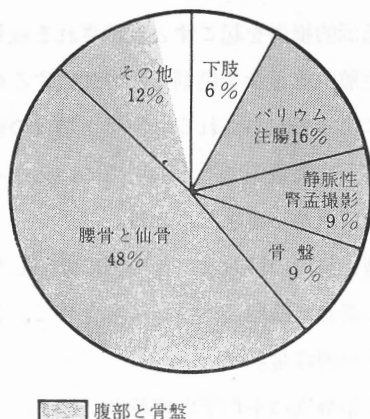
1954年にアメリカにおける15~29歳の男子に対するX線検査の各々が遺伝有意線量に占める推定割合。おもに腹部と骨盤部が含まれる検査が遺伝有意線量に大きく寄与していることを示している [37]。Penfil, R. L. and Brown, M. L. (1938), *Radiology*, 90, 209~216 から許可を得て転載。
